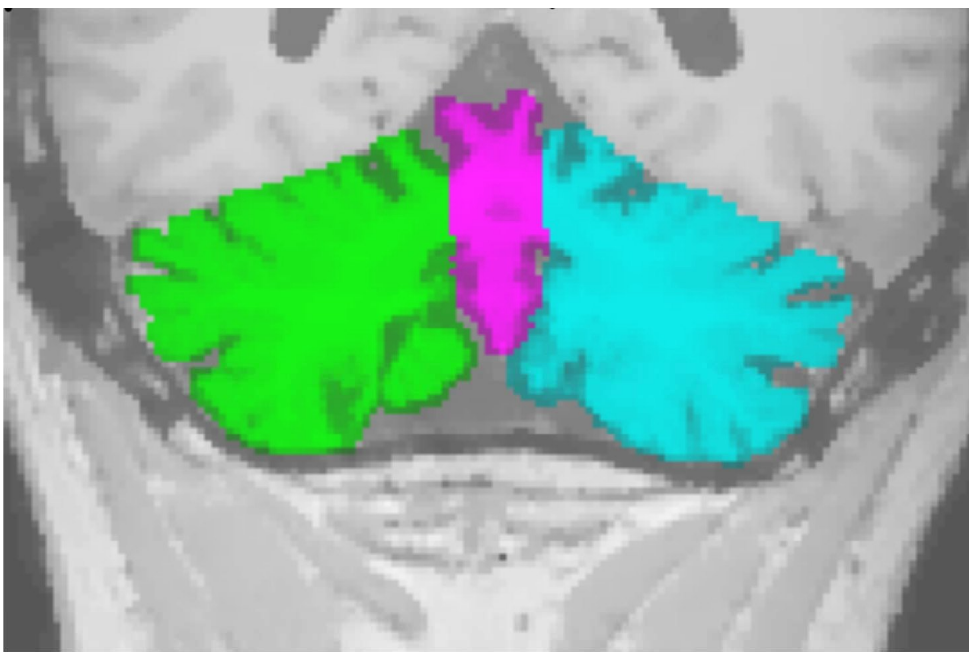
Beispiel für eine MRT- Bearbeitung des Cerebellums in der Coronarebene
